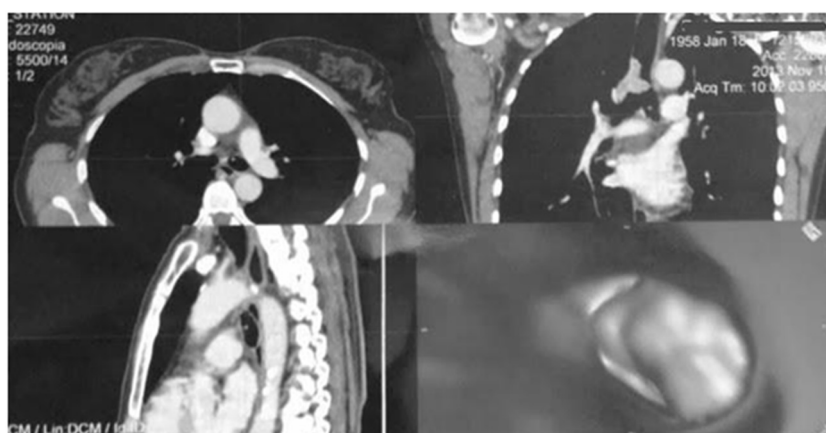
Chest CT in mediastinal window and 3d reconstruction of the endobronchial lesion.
